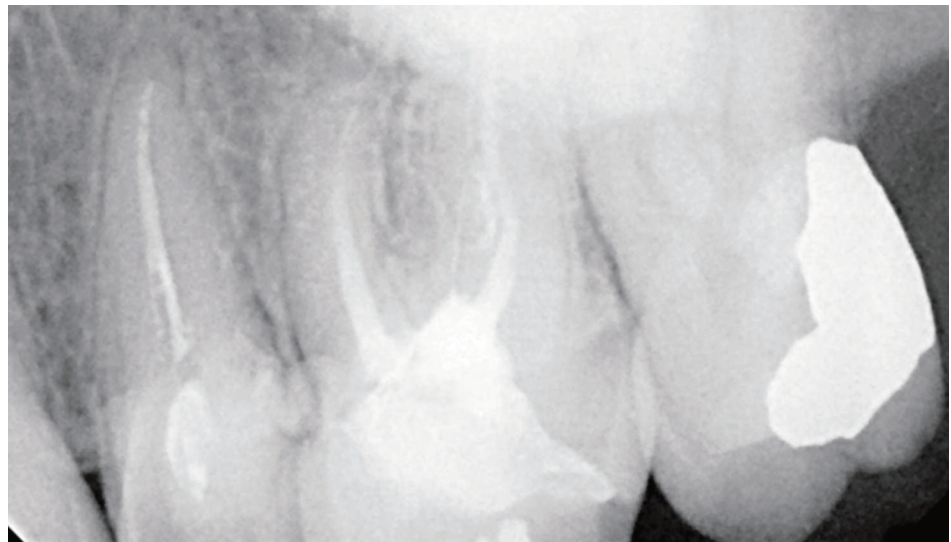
Radiografía periapical 25-26.
